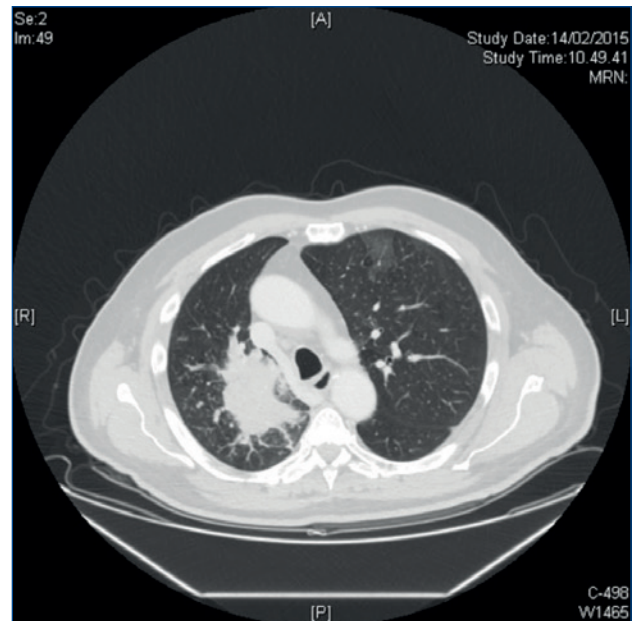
TC total body con mezzo di contrasto del 14/02/2015.
